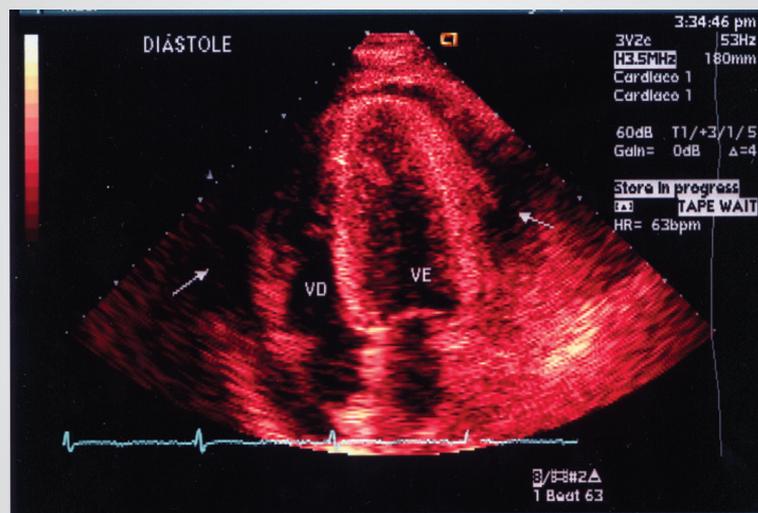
Corte apical 4 câmaras – derrame pericárdico de grau importante em diástole (setas)
